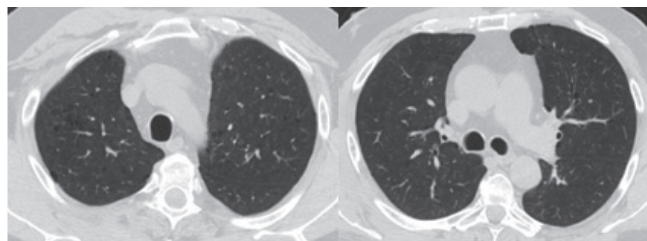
КТ ОГК от 16.10.2019 г.
